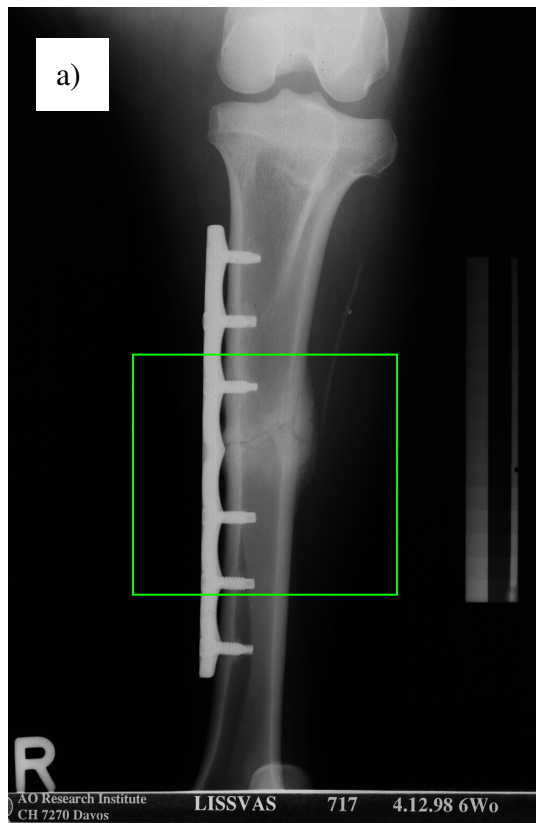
a) Röntgenbild nach 6 Wochen im a.p.-Strahlengang mit deutlicher Kallusbildung. Jeder Stufe des mitabgebildeten Aluminiumstufenkeils konnte später ein bestimmter Dichtewert zugeordnet und eine Kalibrierungskurve erstellt werden.
